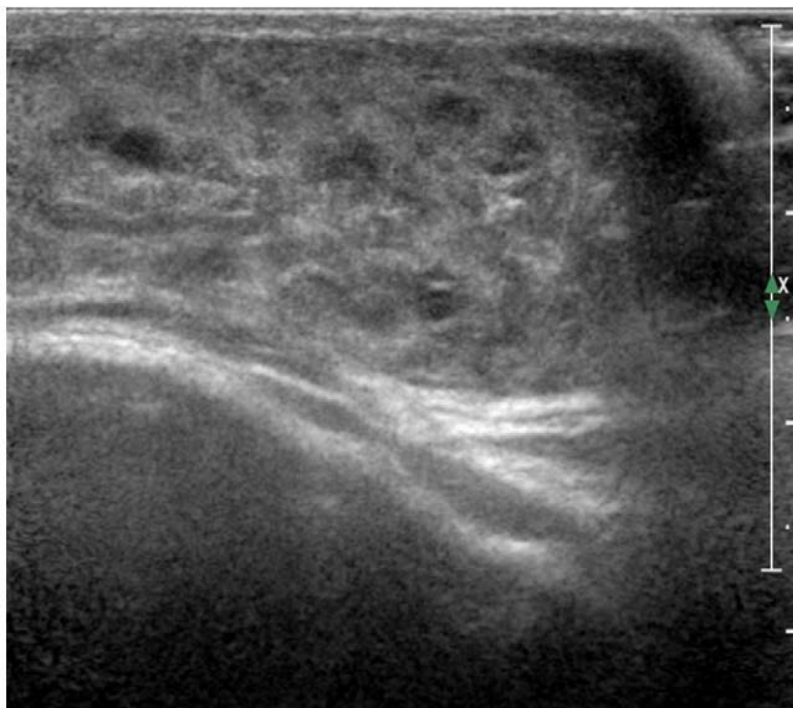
Écho-Doppler mode B d'un HI
